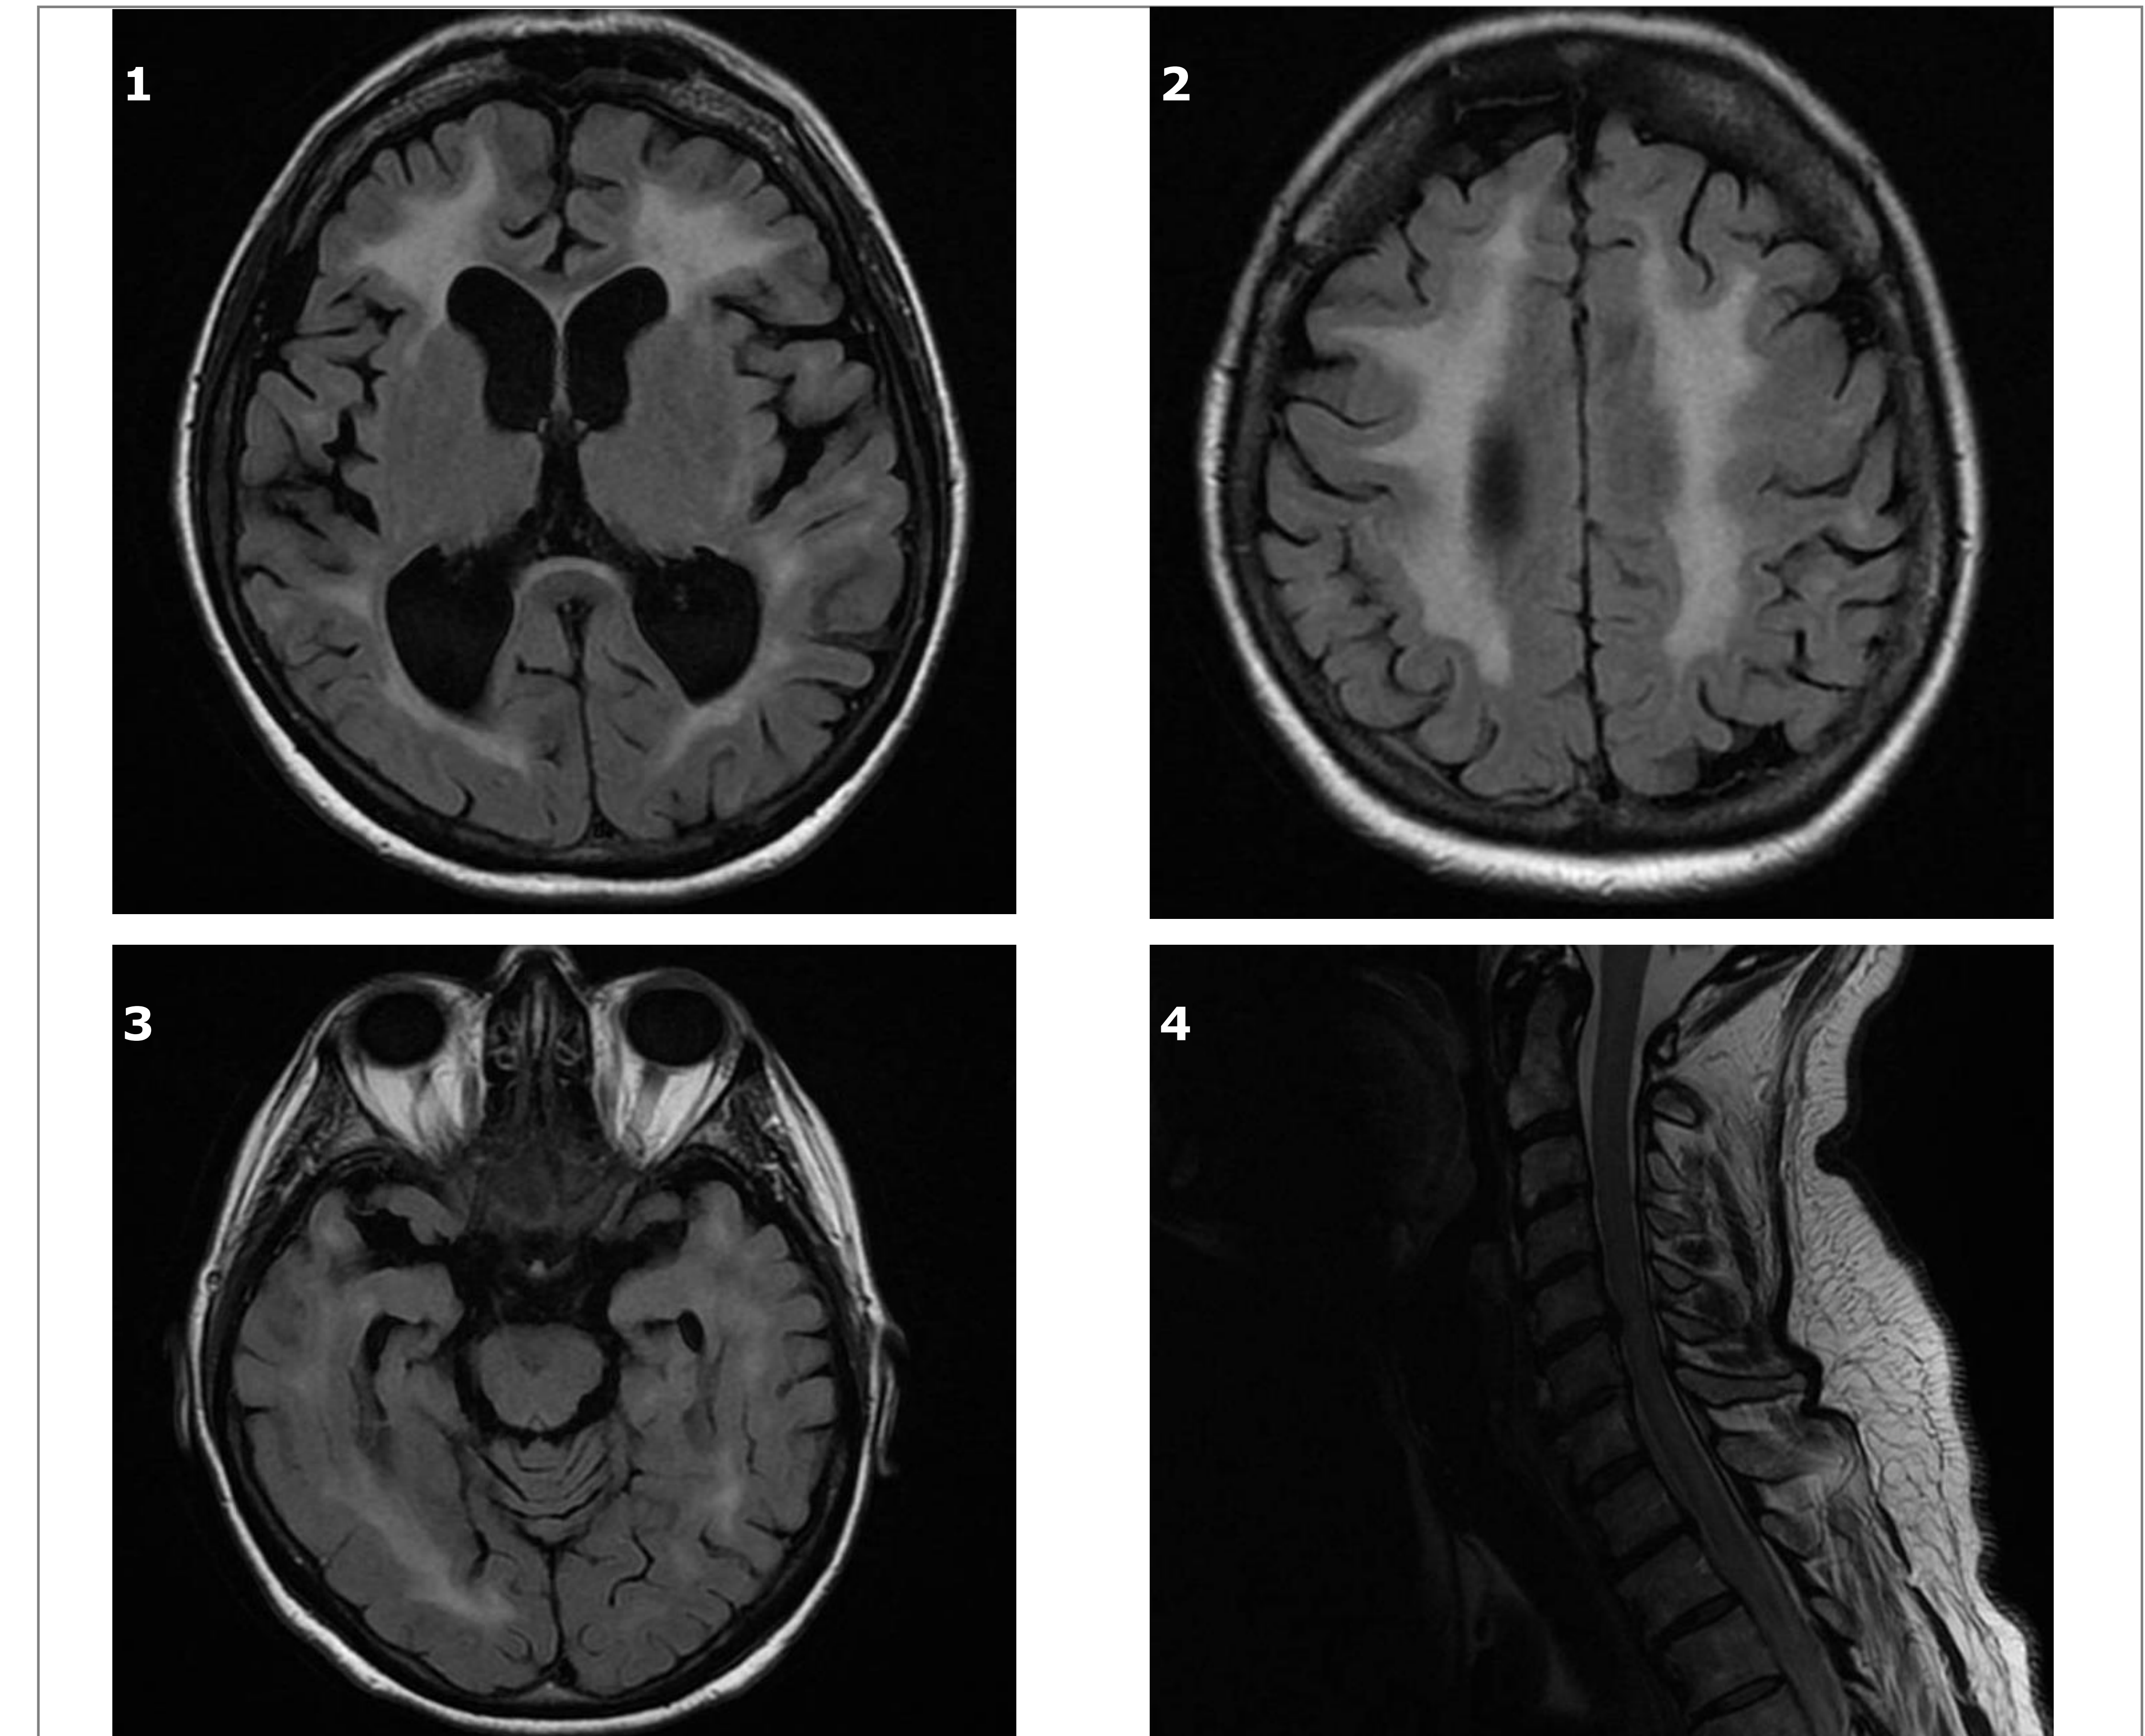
brain MRI axial T2 FLAIR sequences; figure 4 brain MRI sagittal FRFSE sequence
